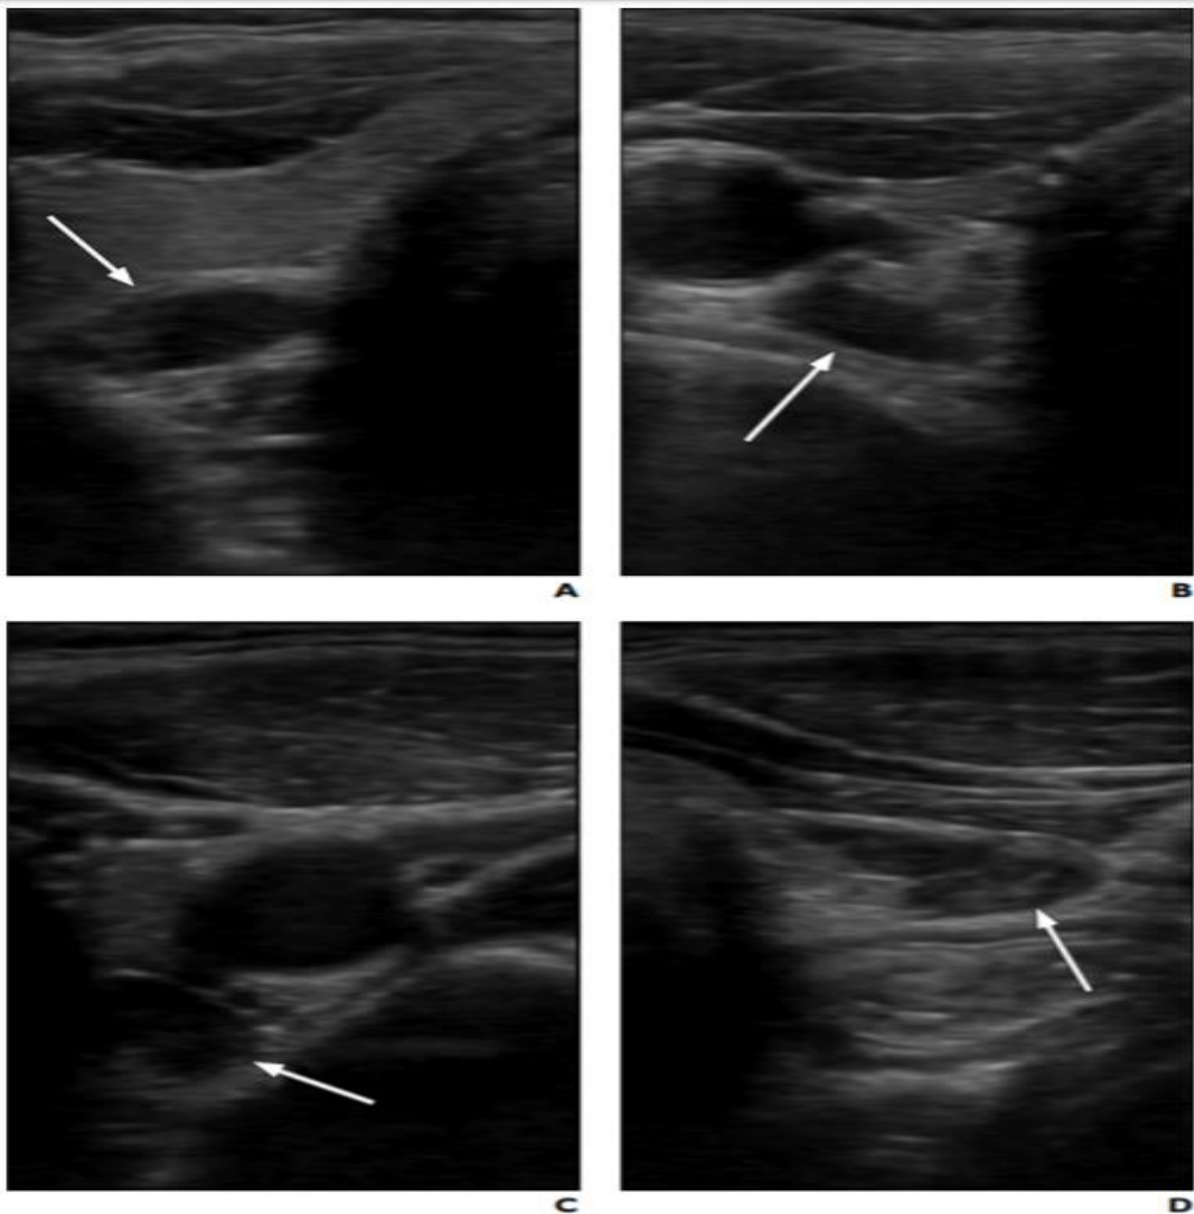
Images échographiques de glandes hyperplasiques chez une patiente ayant une hyperparathyroïdie secondaire. [7]
